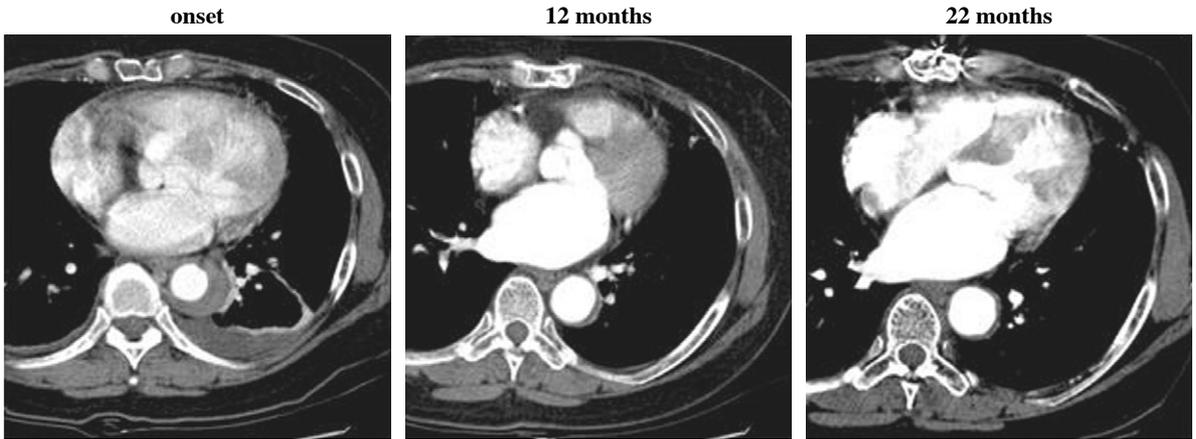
Spontaneous absorption of intramural hematoma seen in serial CT scans.
